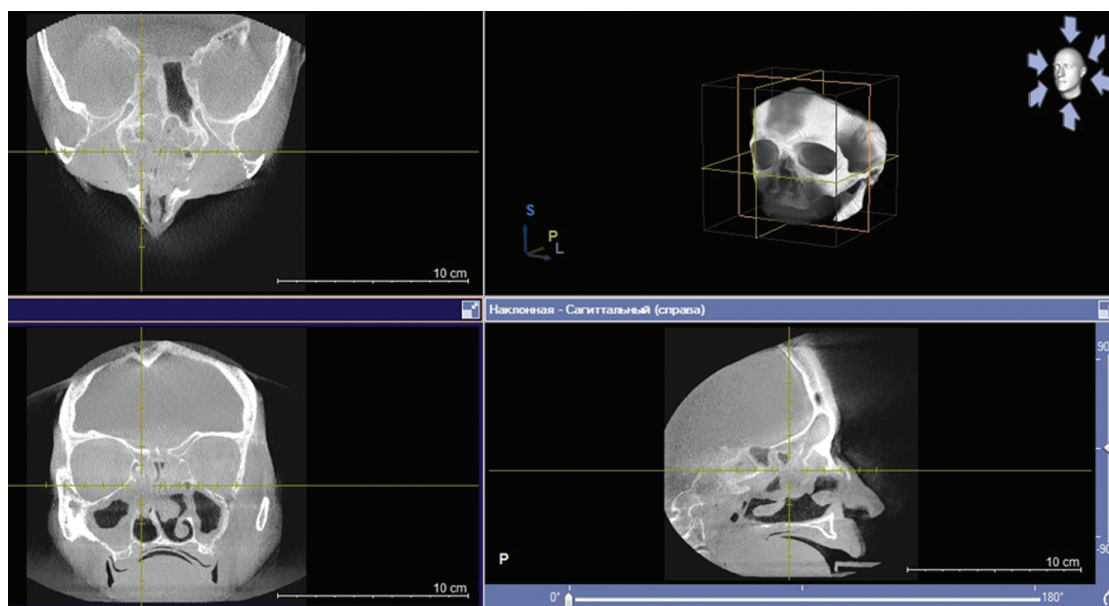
Компьютерная томография околоносовых пазух: определяется затенение клеток решётчатого лабиринта и правой верхнечелюстной пазухи по типу отёка слизистой оболочки
